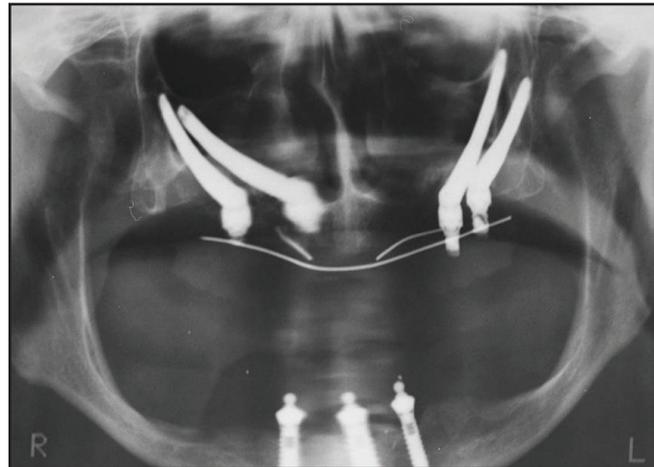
Ortopantomografia final com implantes em função imediata
